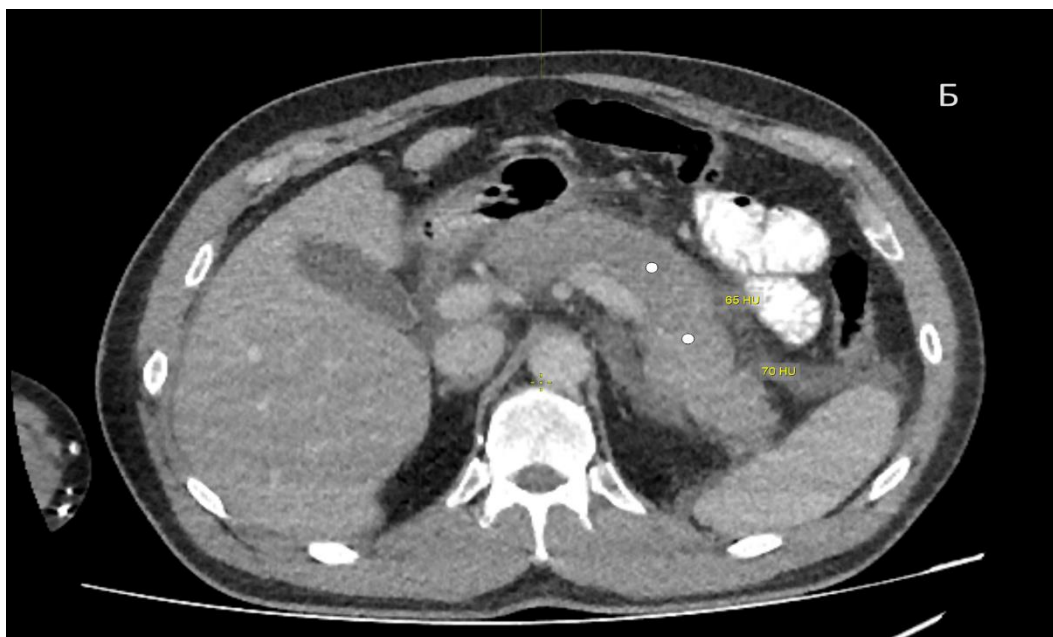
МСКТ, венозная фаза, аксиальная плоскость 1-е сутки болезни. Паренхима ПЖ гомогенно накапливает контрастный препарат
